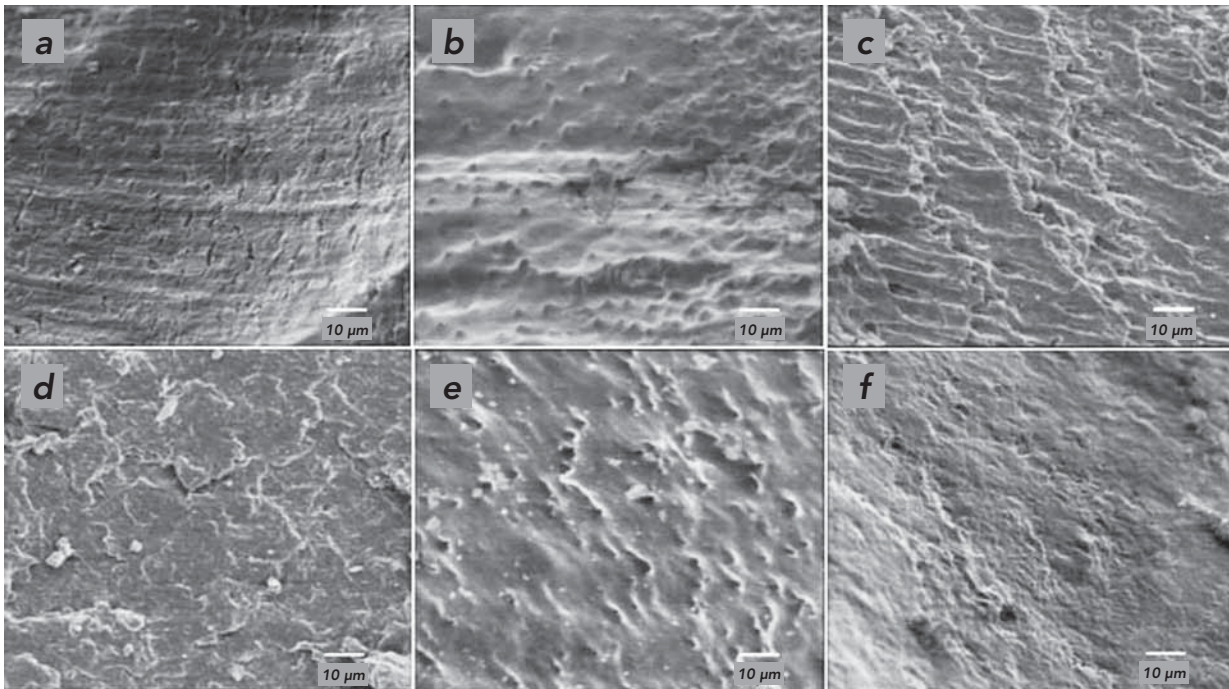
Beispiele für die Kavitätenoberflächen bei 1000facher Vergrößerung nach EDTA-Behandlung. a) Rosenbohrer, b) Cariex D, c) Cariex TC, d) Carisolv, e) Cariex TC mit Carisolv Gel, f) Powerdrive
